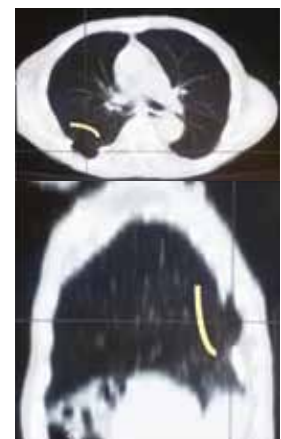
Sagittal section of CT also reveals the incomplete cavity formed by calcified pleurisy (*bracket*).
